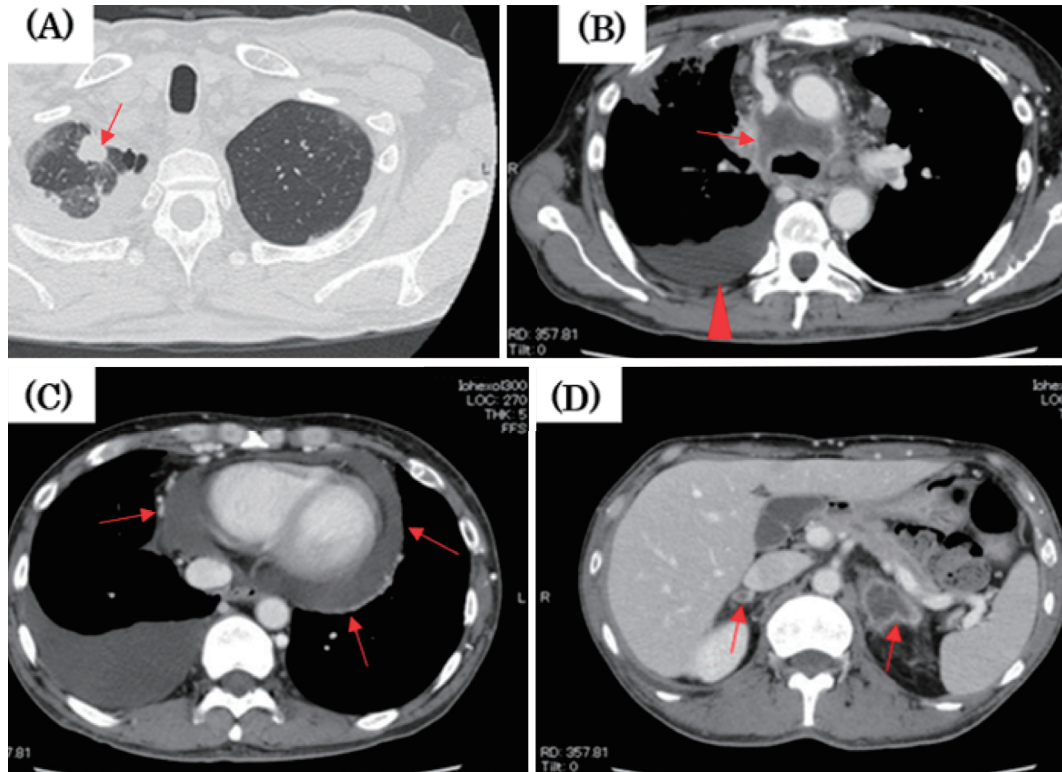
(A) Chest computed tomography shows an 18×20 mm nodule with pleural indentation in S1 of the right lung apex (arrow). (B) Chest computed tomography shows swelling of the mediastinal lymph nodes (arrow) and right pleural effusion (arrowhead). (C) Chest computed tomography shows pericardial effusion (arrows). (D) Chest computed tomography shows bilateral adrenal metastasis (arrows).
